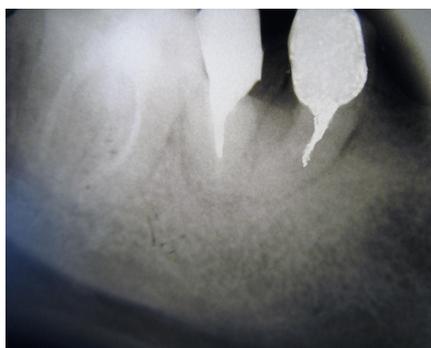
Фоторентгенограмма пациента М., 40 лет, после изготовления штифтовых вкладок в оба разделенных фрагмента
